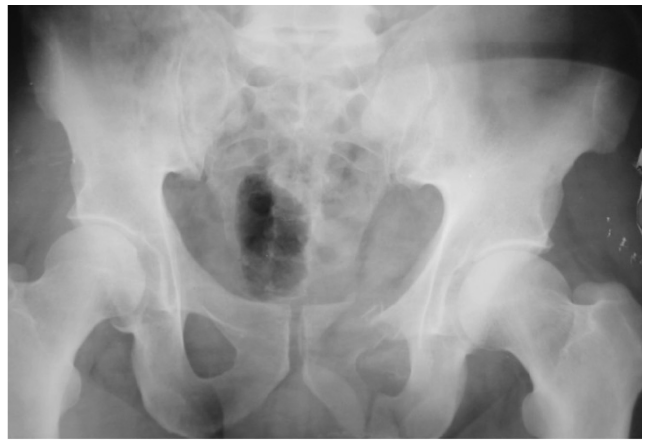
Оглядова рентгенограма таза пацієнта Ш. 50 років (описання в тексті).
